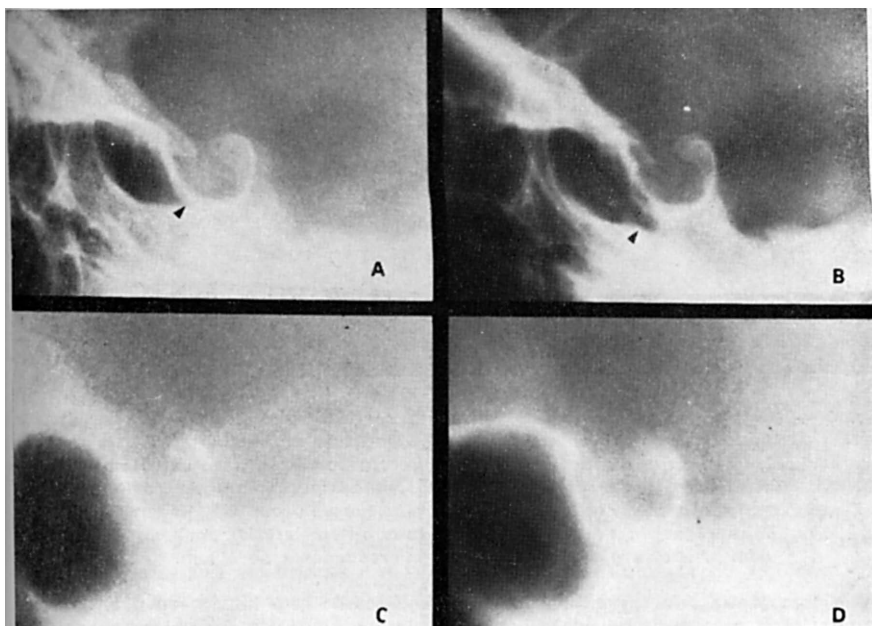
Caso de microadenoma a hormônio prolactínico (amenorréia-galactorréia): em A, em 1970, a sela túrcica era de dimensão normal, mostrando um duplo contorno muito discreto da sua parte antero-inferior (flecha); em B, três anos mais tarde, acentuação da bosseladura antero-inferior laterizada (flecha); em C, tomografia da hemiloja direita normal; em D, tomografia da hemiloja esquerda onde estava situado o microadenoma hipofisário.
